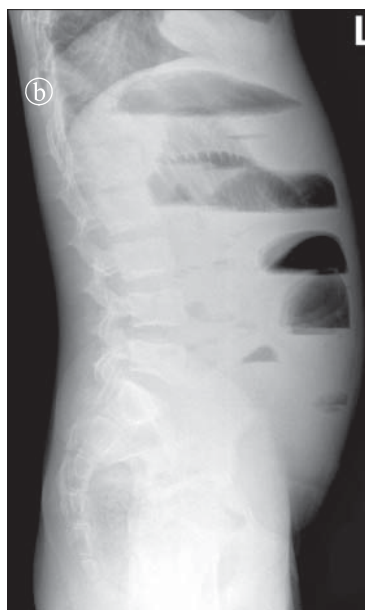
Ocluzie mecanică joasă. Radiografie abdominală AP.
